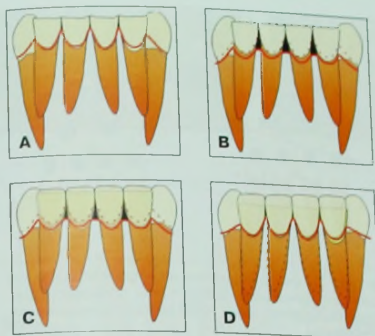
А. Выраженная стираемость и экзрузия нижних резцов. Альтернативные варианты лечения в данном случае включают. В. Гингивэктомия/удлинение коронок резцов для нормализации уровня десны. Однако необходимо отметить, что снижение уровня десневого края может привести к формированию «черных треугольников» из-за увеличения конусности формы резцов. С. Гингивэктомия/удлинение коронок резцов в сочетании с их последующей реставрацией (с помощью коронок или виниров). При реставрации резцов в данном случае произойдет увеличение соотношения коронка/корень. D. Ортодонтическая интрузия резцов с последующей реставрацией. При этом соотношение коронка/корень более благоприятное.
